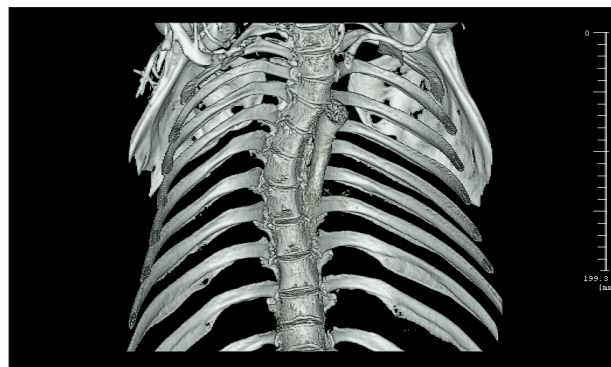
Проведення комп'ютерної томографії хребта у хворого Б.Ю.Ю., 35 років; виражений сколіоз
